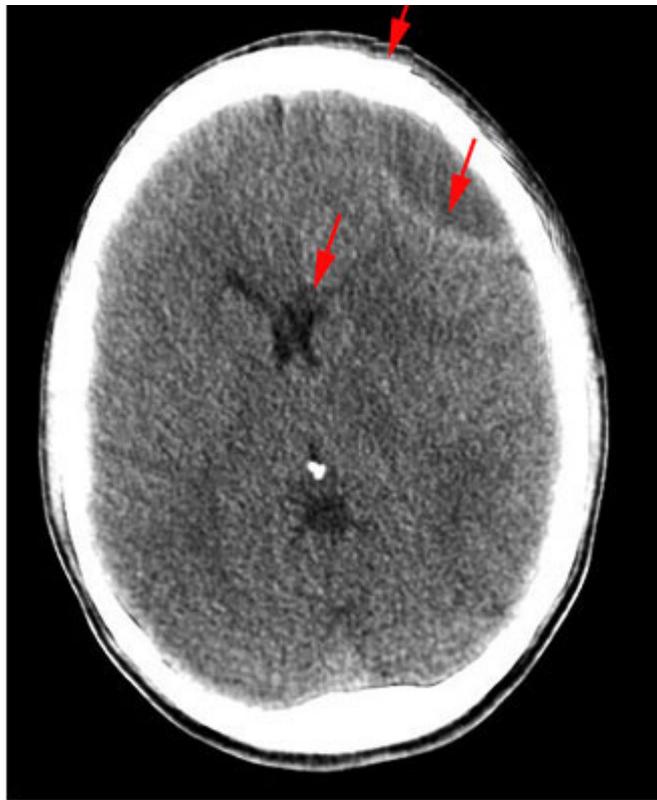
Tomografía axial computarizada (TAC). Lesión yuxtadural hipodensa, con ligero desplazamiento del asta frontal del ventrículo lateral izquierdo, aumento de volumen de partes blandas y empiema frontal izquierdo.
